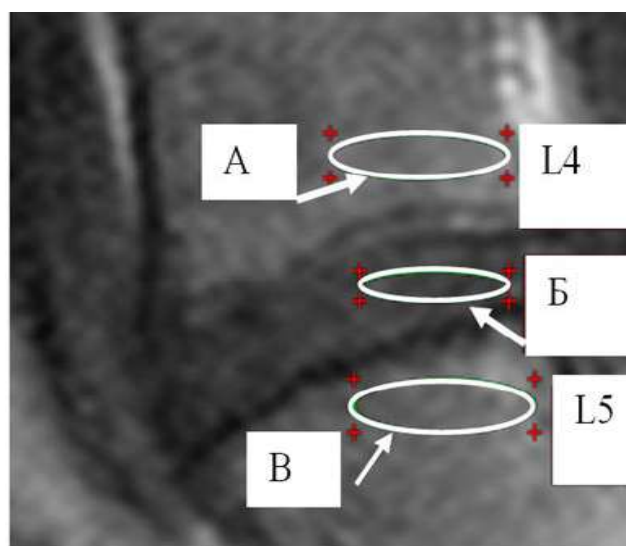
Рентгенологическая плотность тканей в проекции L4-L5 позвонков. Пациент К., 32 года (10 мес. наблюдения). А – показатель плотности костной ткани позвонка L4; Б – показатель плотности костной ткани межсуставного диска между позвонками L3 и L4; В – показатель плотности костной ткани позвонка L5
